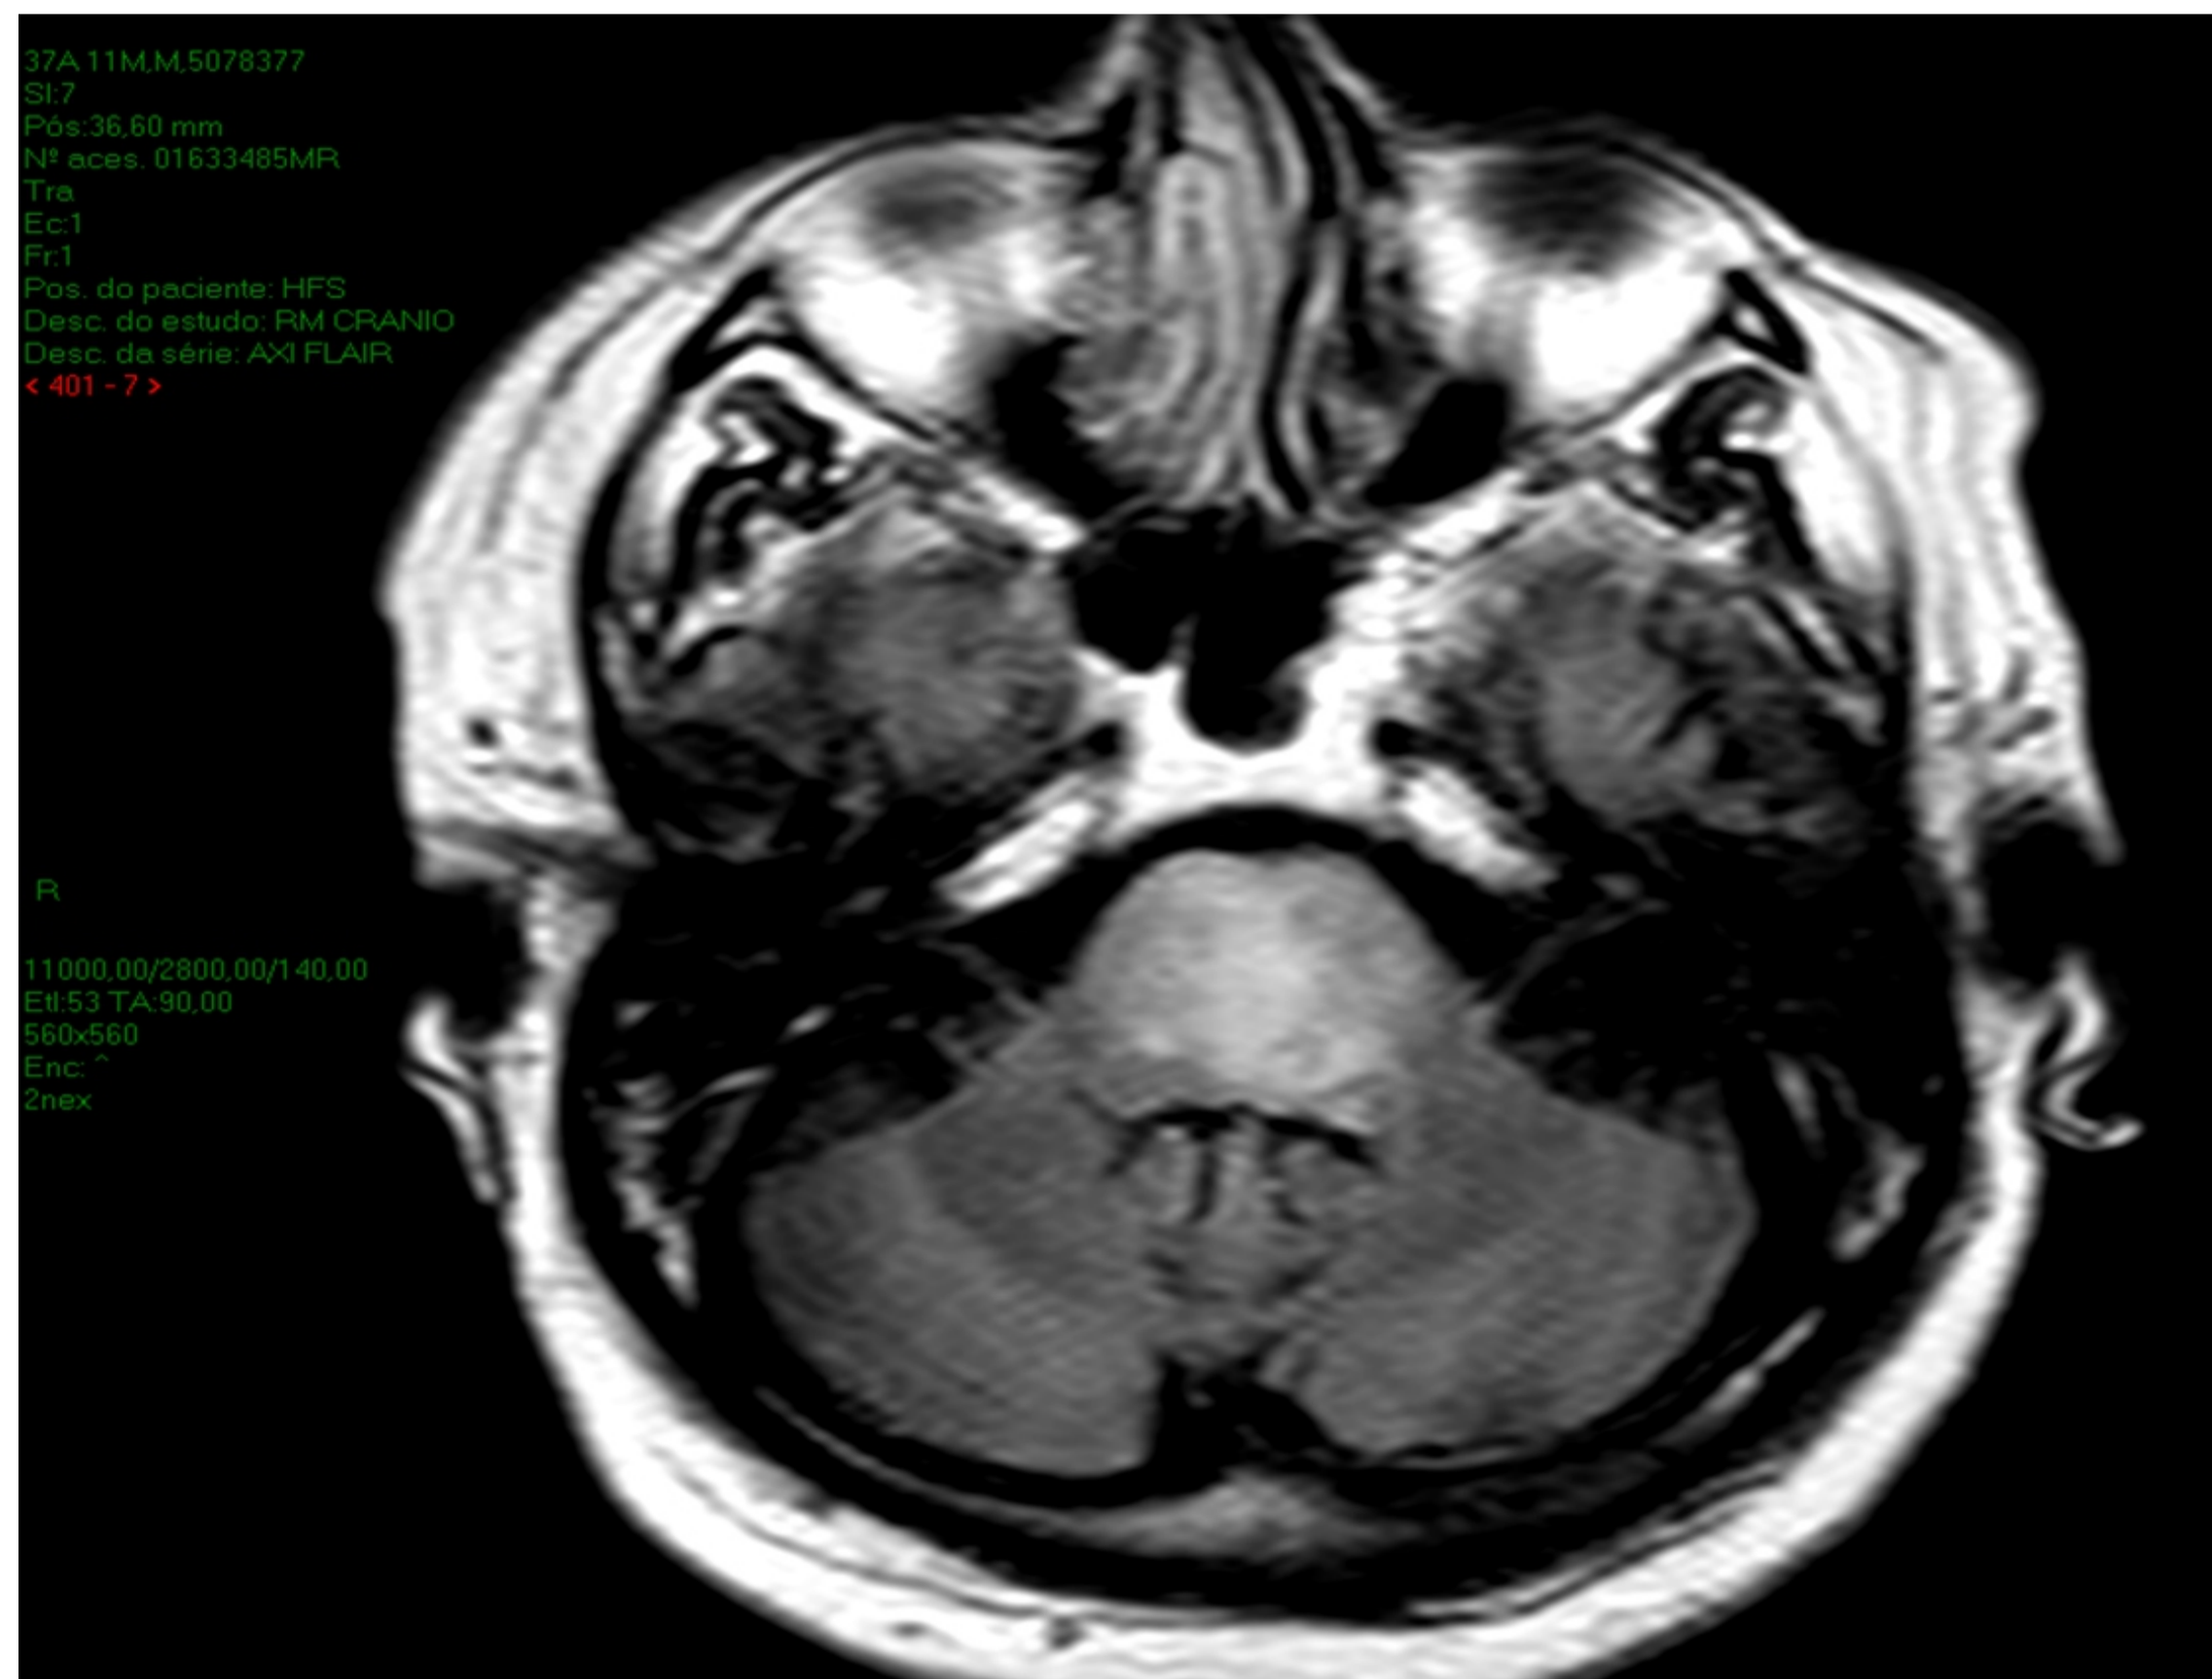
Ressonância magnética pré reirradiação.
